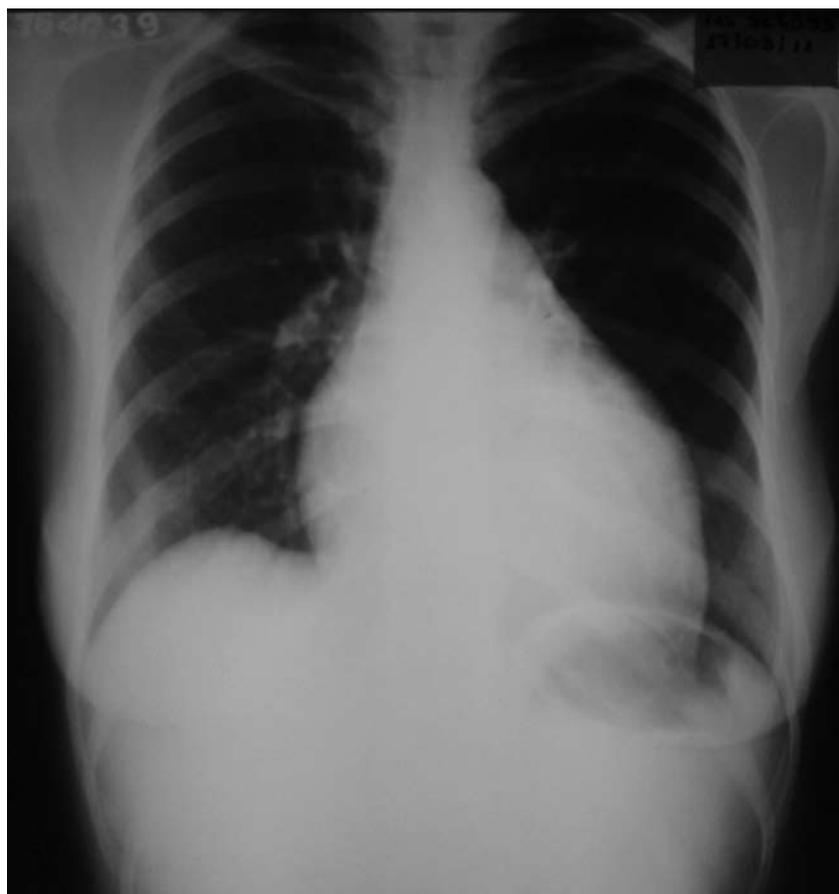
Telerradiografia do tórax em pósterio-anterior: notar o arco médio retificado, cardiomegalia, duplo contorno e aumento de ventrículo esquerdo.
